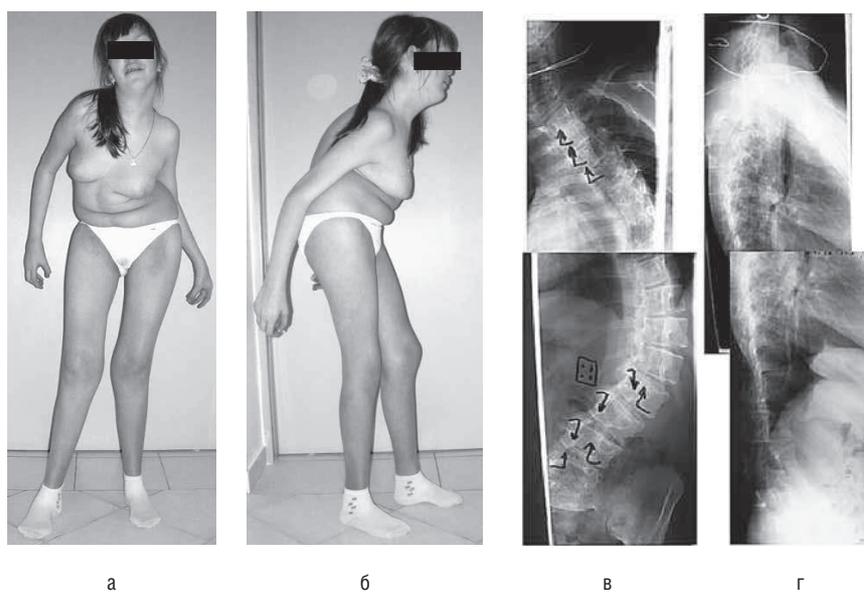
Внешний вид (а, б) и рентгенограммы позвоночника (в, г) пациентки при поступлении.
